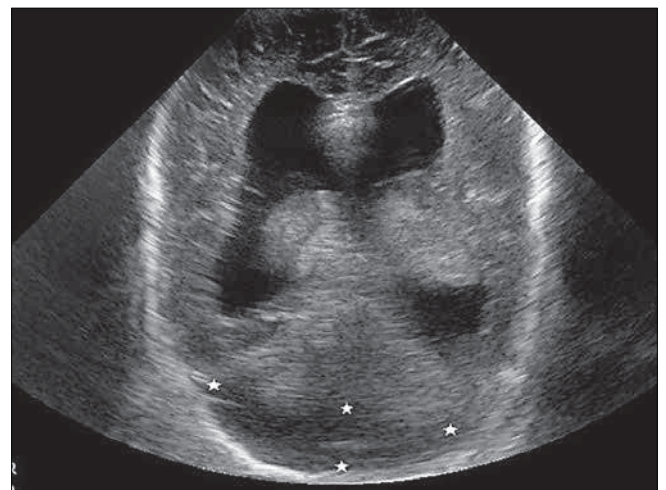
Obrazy USG i RM u noworodka z hipoplazją mostowo-mózdkową. 4A – Badanie USG z dostępu przez ciążeczko przednie, przekrój czołowy. Hipoplazja półkul mózdku (*) z poszerzeniem zbiornika wielkiego.
